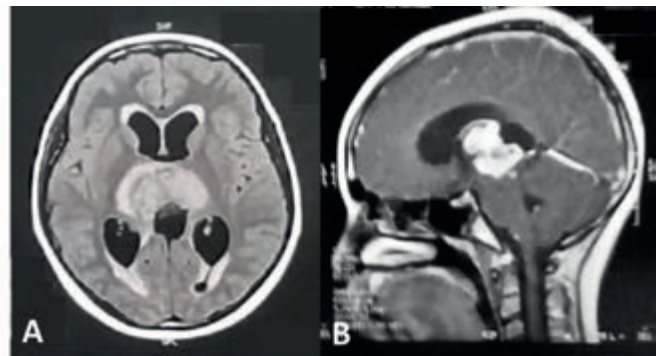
RM de crânio com contraste, ponderada em T1, em corte axial (A) e sagital (B), demonstrando massa expansiva circunscrita, bem delimitada, de contornos lobulados, apresentando intenso realce homogêneo, localizado na topografia do tecto do mesencéfalo, com extensão para o interior do terceiro ventrículo.
